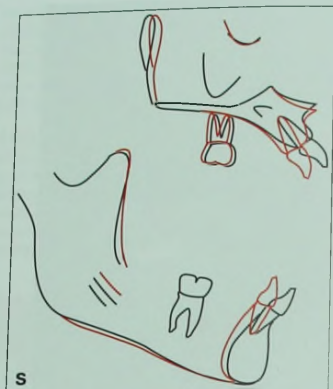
(продолжение) Q. Боковая цефалограмма после лечения, демонстрирующая коррекцию открытого прикуса. R. При наложении цефалометрических схем до и после лечения видно, что рост верхней и нижней челюстей прекратился. Контролируемый язычный наклон верхних и нижних резцов позволил уменьшить зубоальвеолярную протрузию и открытый прикус. S. Наложение цефалометрических схем верхней и нижней челюстей демонстрирует перемещения зубов, описанные выше.
